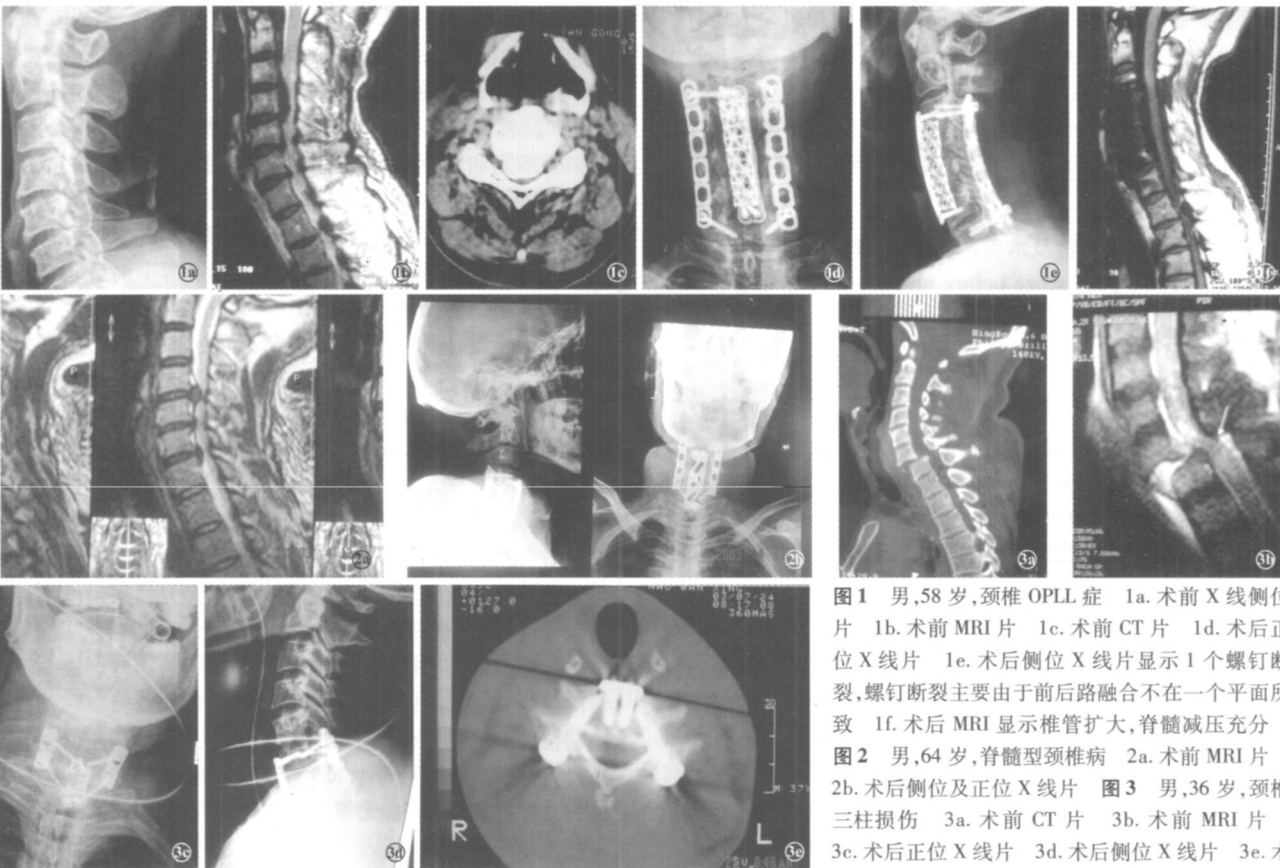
男, 58 岁, 颈椎 OPLL 症 1a. 术前 X 线侧位片 1b. 术前 MRI 片 1c. 术前 CT 片 1d. 术后正位 X 线片 1e. 术后侧位 X 线片显示 1 个螺钉断裂, 螺钉断裂主要由于前后路融合不在一个平面所致 1f. 术后 MRI 显示椎管扩大, 脊髓减压充分 图 2 男, 64 岁, 脊髓型颈椎病 2a. 术前 MRI 片 2b. 术后侧位及正位 X 线片 图 3 男, 36 岁, 颈椎三柱损伤 3a. 术前 CT 片 3b. 术前 MRI 片 3c. 术后正位 X 线片 3d. 术后侧位 X 线片 3e. 术后 CT 片
